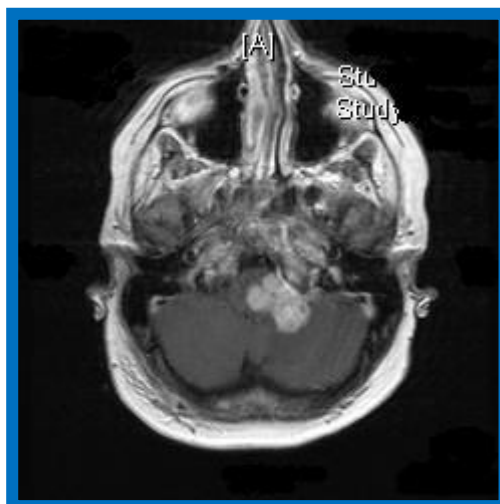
Resonancia magnética craneal de la recaída de la enfermedad de Hodgkin: masa extraaxial en la base de la cisterna del ángulo pontocerebeloso izquierdo, con extensión hacia el agujero magno paratateral izquierdo con diseminación dural
